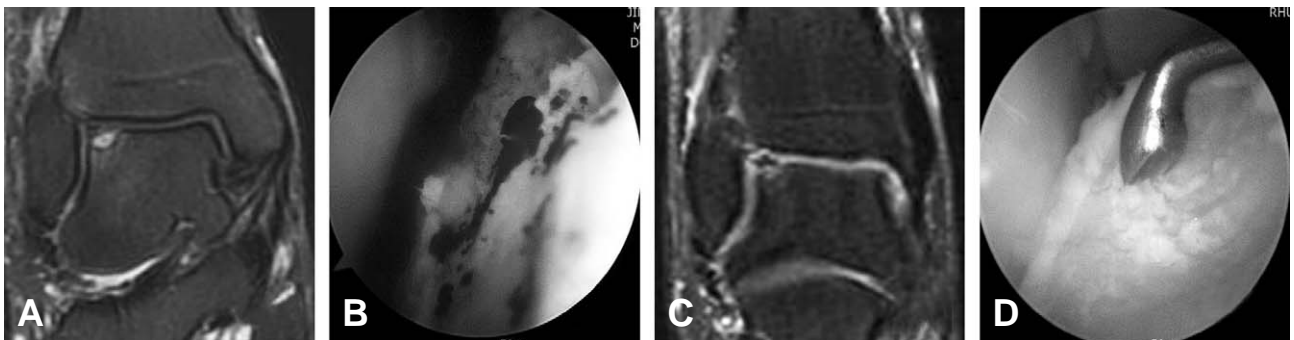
A 32 years-old male underwent arthroscopic microfracture procedure. (A) Preoperative coronal magnetic resonance imaging (MRI) shows increased signal on the lateral talar dome. (B) Arthroscopic view shows cartilage defect and bleeding from the punched holes after microfracture. (C) Post-operative 60 months, follow-up MRI shows defect that is consistent with separation of articular cartilage. (D) Arthroscopic view shows cartilage defect on the previously operated lesion.
